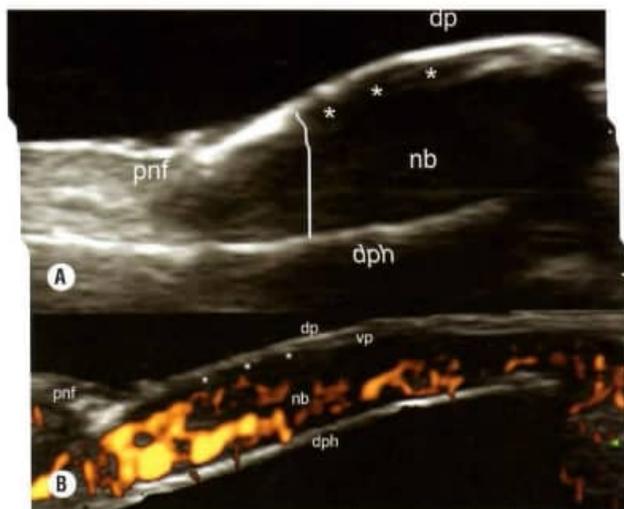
Onicopatía psoriática. A. O ultrassom (vista longitudinal) demonstra diminuição da ecogenidade e espessamento da lâmina ungueal (linha branca vertical). Observe o embaçamento da placa proximal ventral (*). B. Fluxo sanguíneo na onicopatía psoriática. Power Doppler (fluxo lento Doppler colorido, visão longitudinal) mostra aumento da vascularização no leito ungueal. Há manchas da placa proximal ventral (*). Abreviaturas: nb, leito ungueal; dp, placa dorsal; dph, falange distal; pnf, prega (dobra) proximal.
